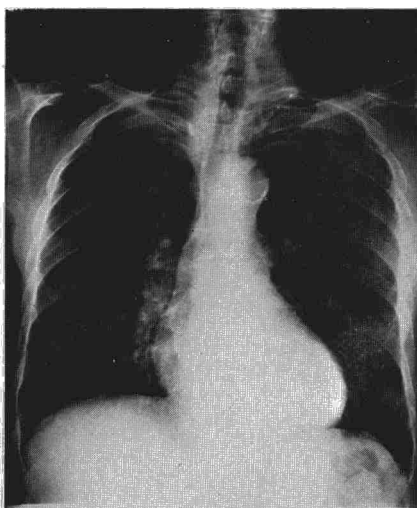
Radiografía de frente de tórax considerada como normal para la edad del paciente.
